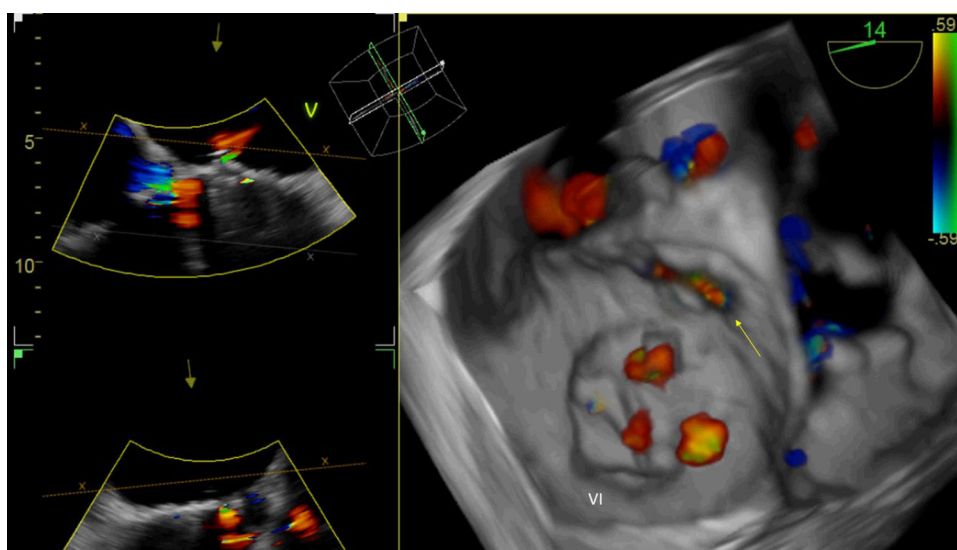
Ecocardiograma transesofágico: corte 3D que muestra paso de color a nivel de septo membranoso (flecha).
